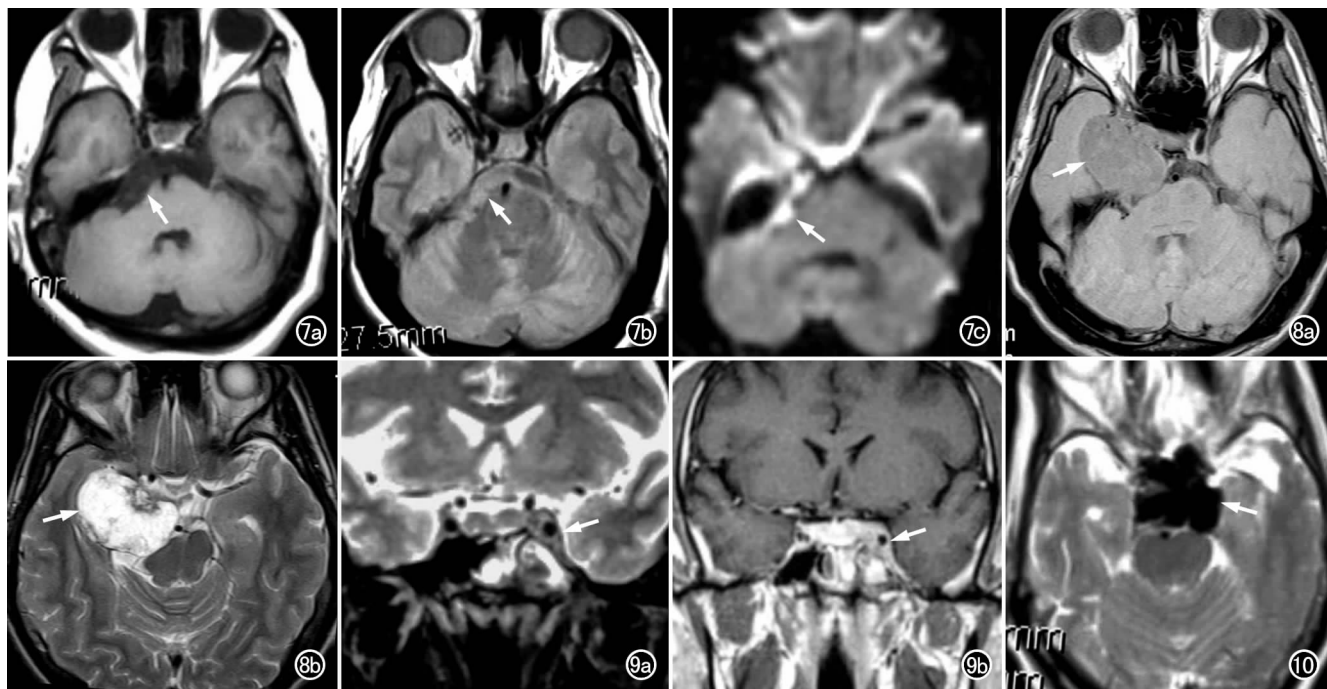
右侧桥前池表皮样囊肿累及右侧三叉神经。a) T_1 WI示桥前池右侧信号不均匀(箭), 病变与右侧三叉神经分界欠清; b) 质子加权像示桥前池右侧呈混杂信号(箭); c) DWI示病变呈高信号(箭)。图8 右侧鞍旁脊索瘤。a) 质子加权成像示右侧鞍旁不均匀等、低信号影, 压迫右侧三叉神经脑池段和右侧大脑脚(箭); b) T_2 WI示病灶呈不均匀高信号(箭)。图9 肝癌左侧海绵窦转移。a) T_2 WI示左侧海绵窦区软组织影(箭); b) MRI增强扫描示左侧海绵窦区病变明显强化(箭), 病变与左侧颈内动脉海绵窦段和垂体左侧分界不清。图10 左侧颈内动脉海绵窦段巨大动脉瘤。 T_2 WI示鞍区病变形态不规则(箭), 呈低信号流空影, 压迫左侧三叉神经脑池段和左侧海绵窦。
